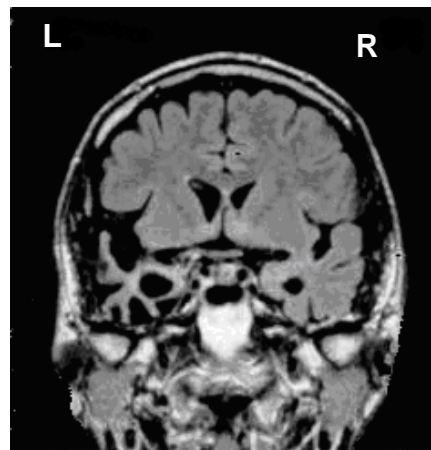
MRT-Frontalschnitt Patient H.T. (semantische Demenz)
